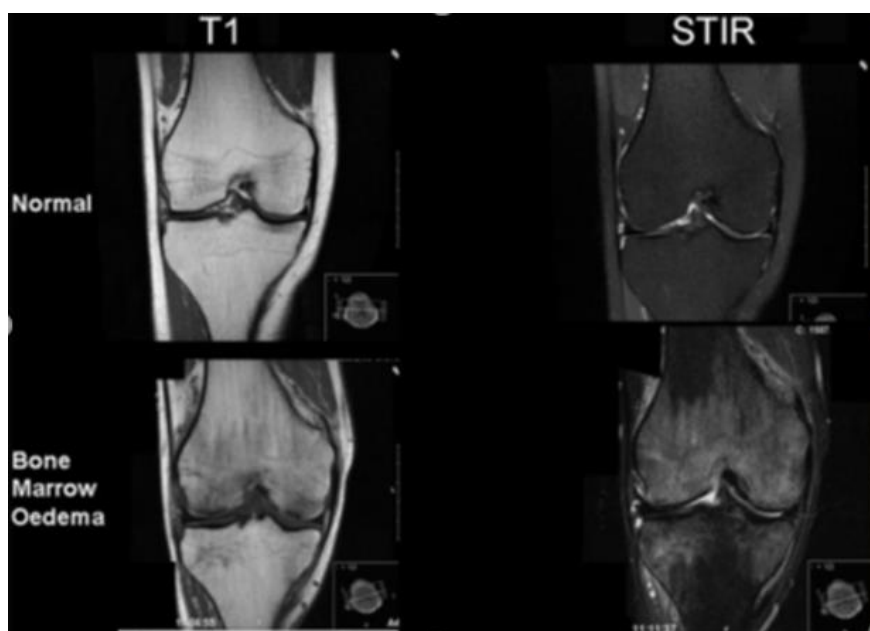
Imágenes de resonancia de rodilla.
